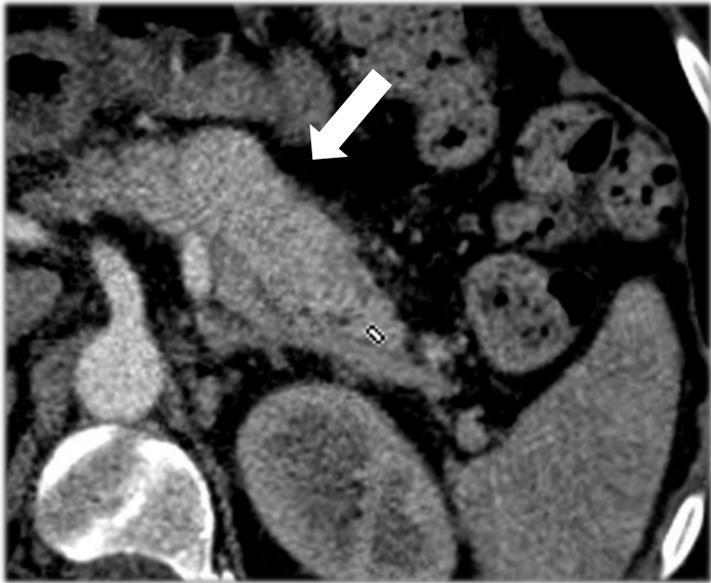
Imagen de TC, plano axial, fase portal. Lesión nodular de gran tamaño hipervascular en cuerpo/cola del páncreas. EL paciente tenía tumor primario renal.
